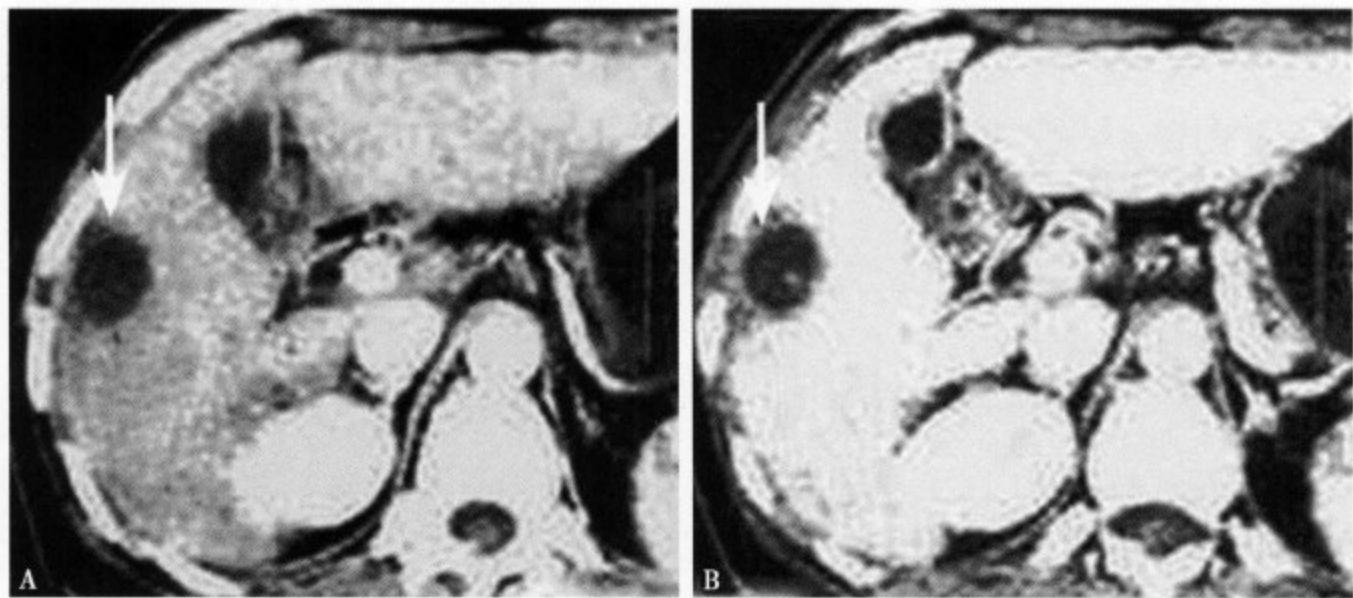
结核性肝脓肿：增强 CT 静脉期 (A) 显示肝右叶包膜下类圆形病灶内无强化，边缘比较清楚，局部包膜增厚；延迟期 (B) 病灶更清楚，脓肿壁轻度强化呈环形稍低密度
